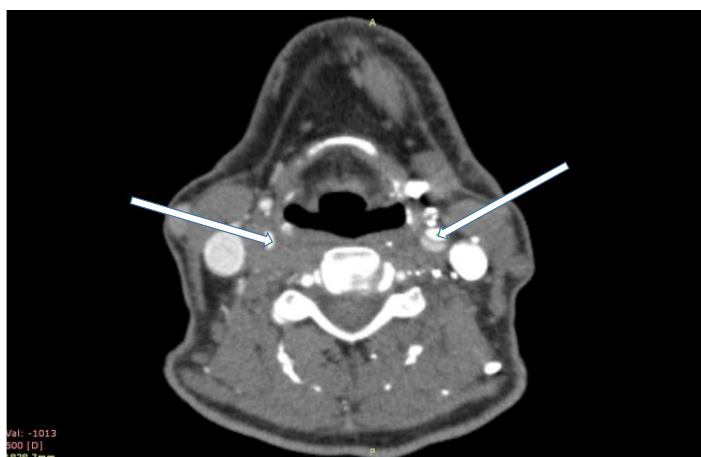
Компьютерная томография головы с контрастным усилением в аксиальной проекции. На снимке представлена динамическая обструкция общих сонных артерий (указана стрелками).
